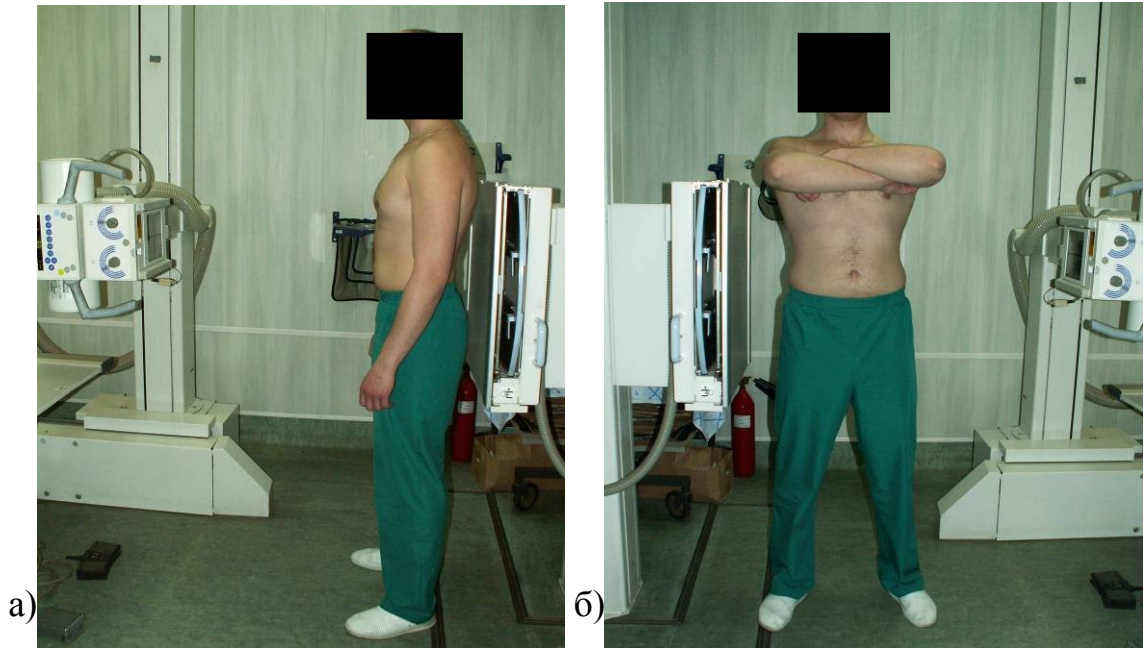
Методика выполнения рентгенологического исследования позвоночно-тазового комплекса: а – во фронтальной плоскости;
